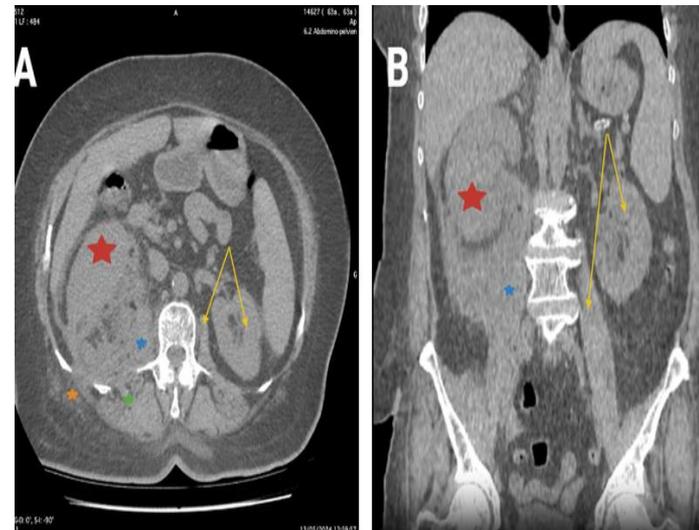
Coupe axiale (A) et coronale (B) d'une TDM de rein droit détruit (étoile rouge) avec pyonéphrose et phlegmon périrénal (étoile bleue, verte et orange).
